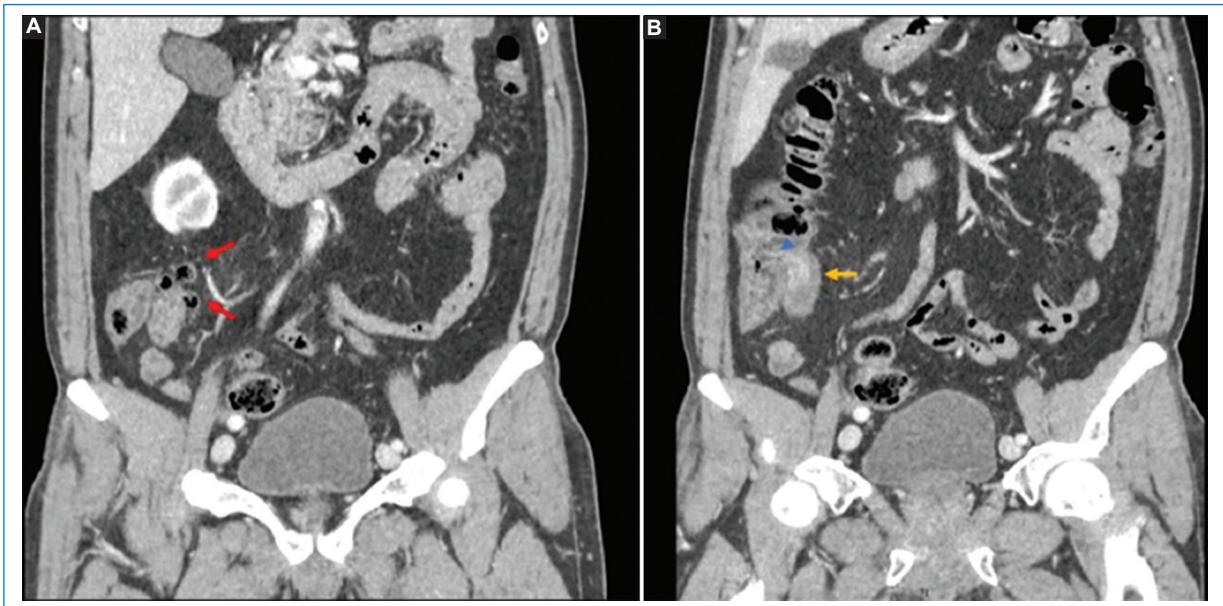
TC de abdomen con contraste intravenoso en plano coronal. (A) Divertículos múltiples en el íleon distal (flechas rojas). (B) Íleon distal (flecha amarilla) entrando a la válvula ileocecal.
